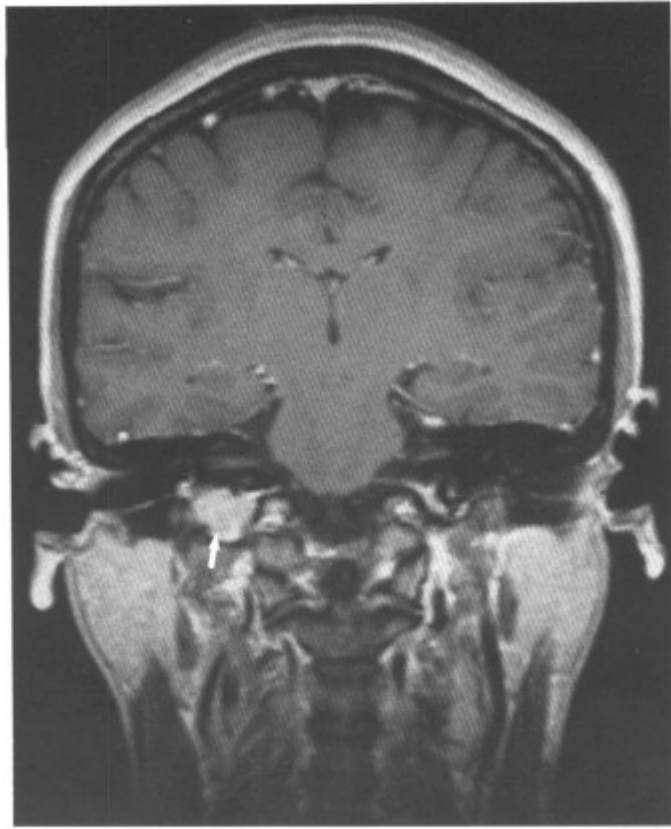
MRI-T₁WI 增强冠状扫描, 肿瘤位于颈静脉窝区 (箭头), 强化明显 (同上病例)
